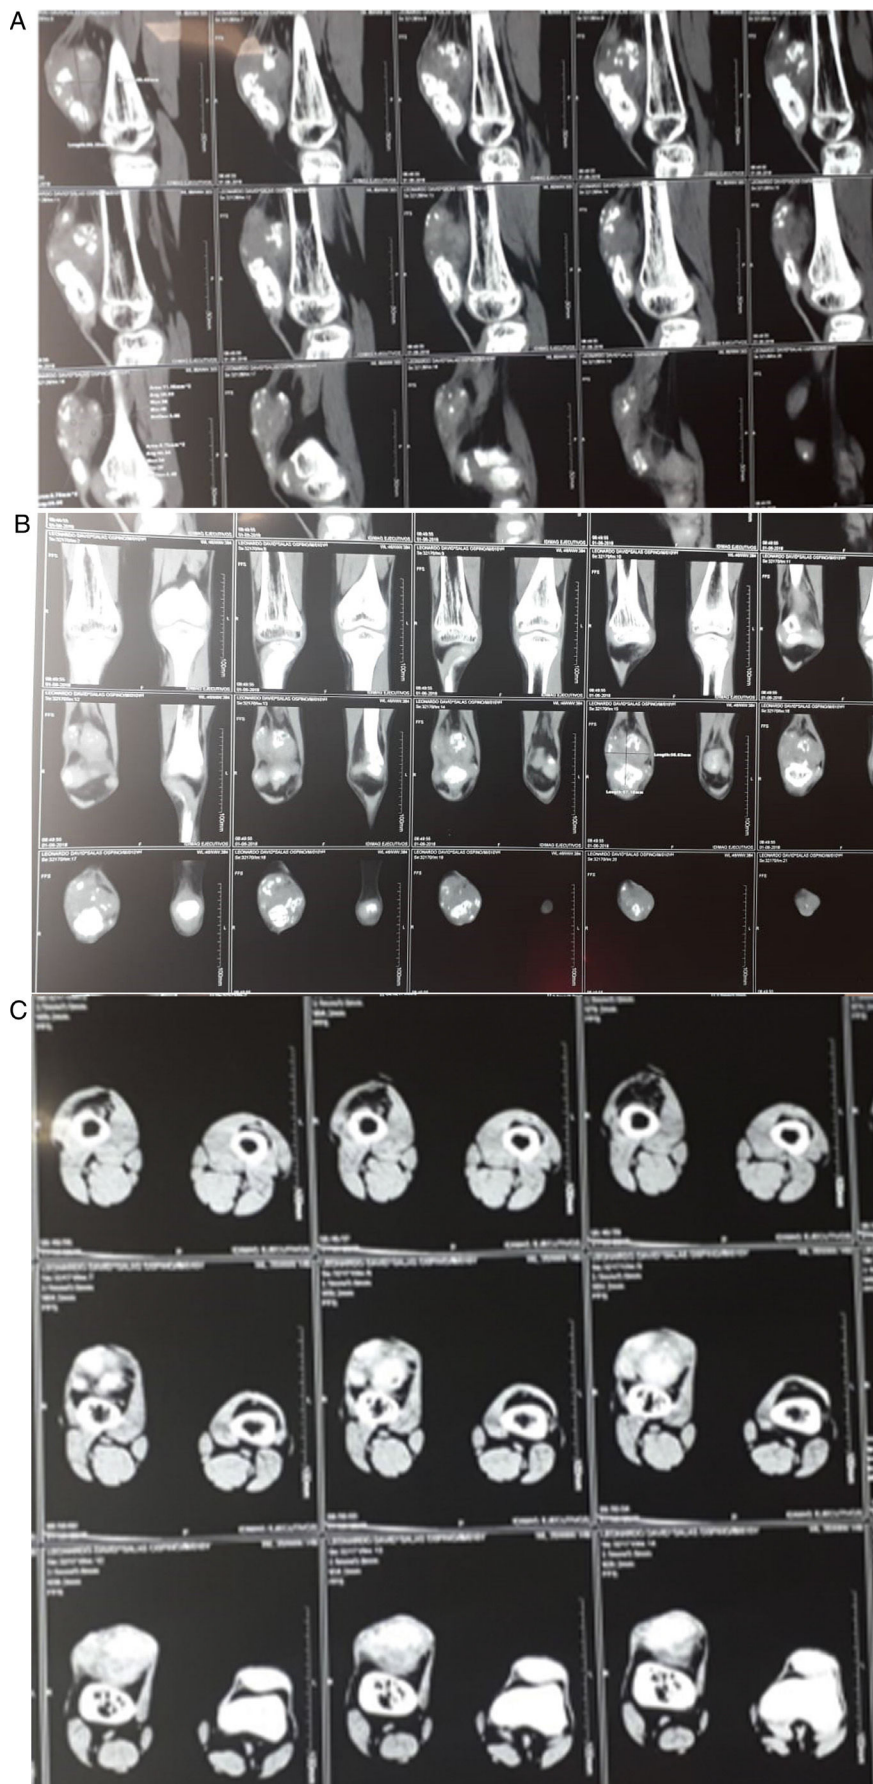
TAC en corte sagital (A) coronal (B) y axial (C) que muestra masa de densidades heterogéneas en contigüidad con la rótula que se extiende al tendón del cuádriceps.
